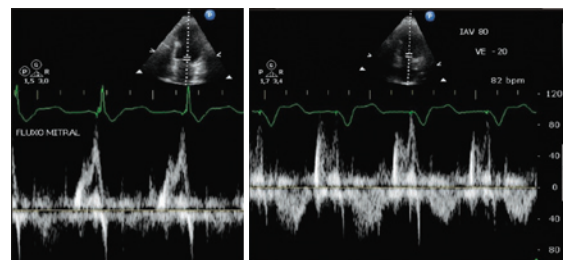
Otimização da TRC pelo Doppler mitral - Observa-se a esquerda doppler mitral com fusão das onda E/A, e à direita após otimização do intervalo AV ocorre a separação das ondas E/A.
